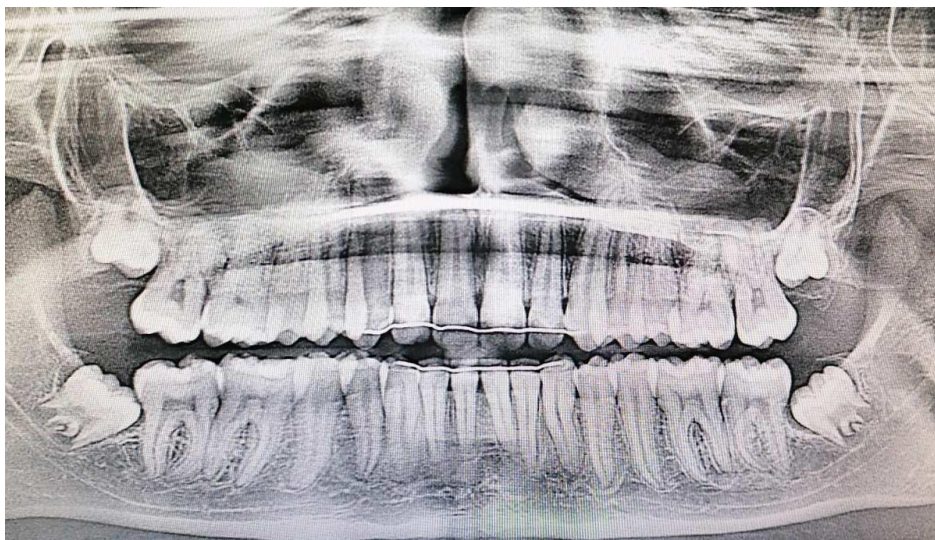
Ортопантомограма дитини віком 13 років. Зачатки 18/28 та 38/48 на стадії формування «E» за Demirjian.
